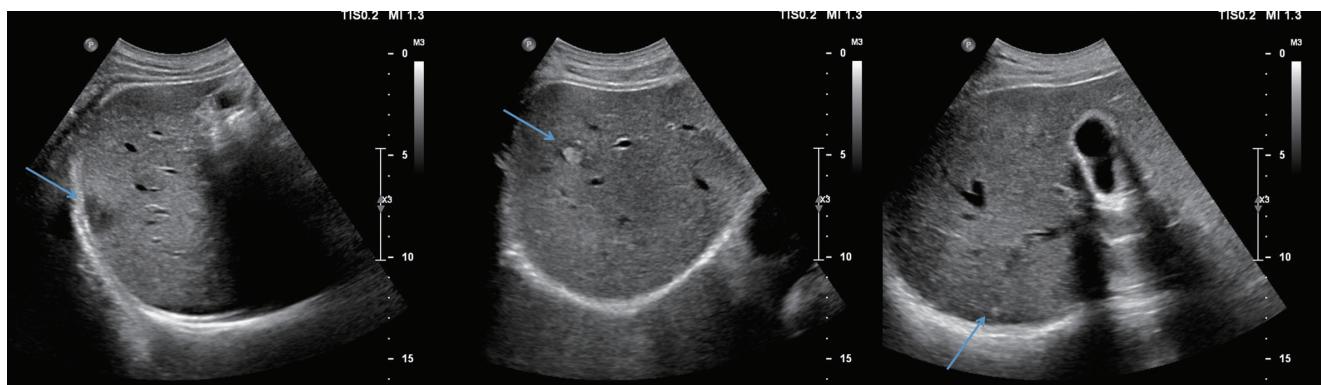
Abdominal ultrasonogram showed one hypoechoic (S6 about 2 cm) and two hyperechoic lesions (S4/8 about 0.9 cm, S7 about 0.4 cm).
